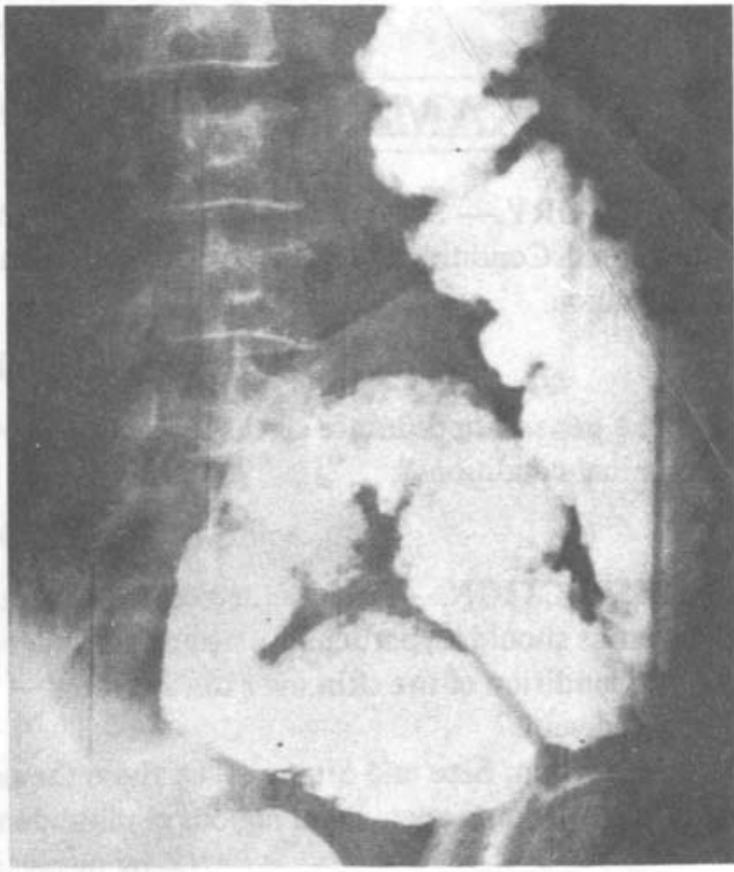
Barium enema X-ray showing multiple polyposis coil.
